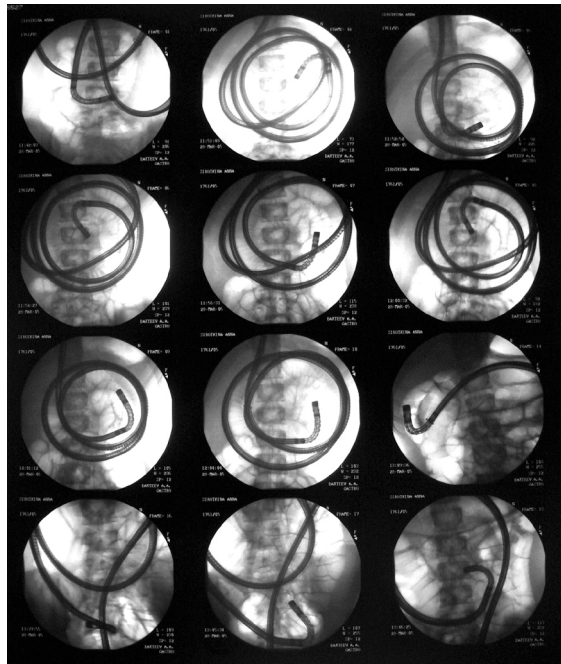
Рентгенологический контроль проведения Двухбаллонной энтероскопии
